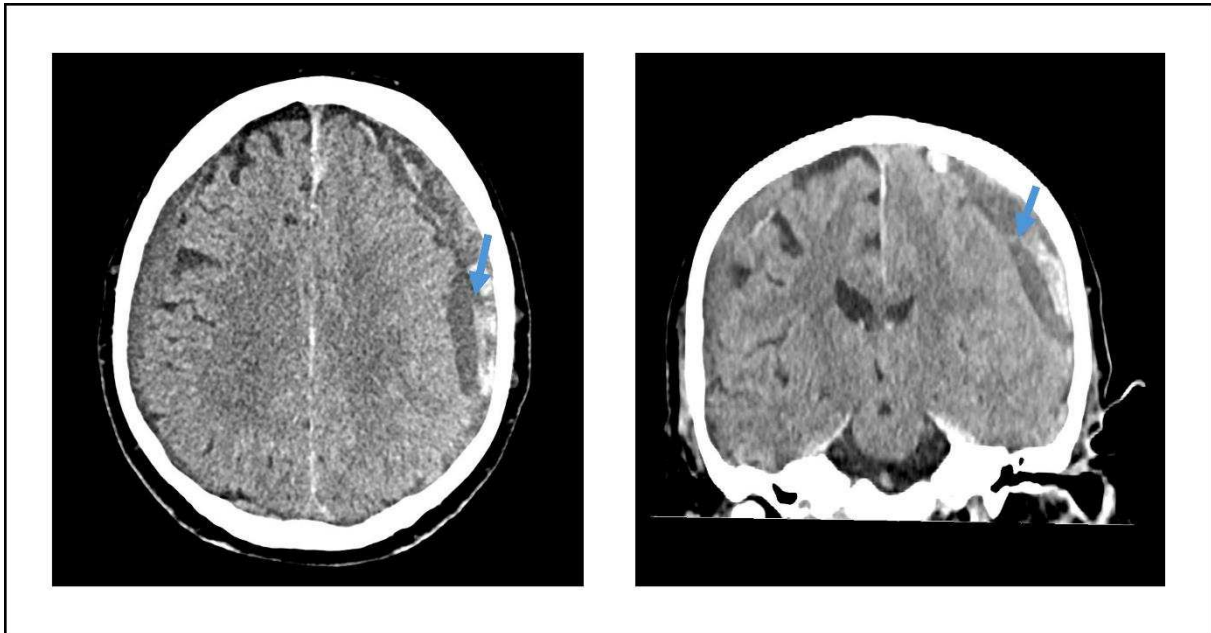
cSDH mit Septen. cCT eines chronischen Subduralhämatoms beidseits mit Septen (blauer Pfeil) sowie alten und frischen Blutbestandteilen. cCT nativ, links axial, rechts coronar (cCT: Kriale Computertomographie, cSDH: Chronisches Subduralhämatom).
